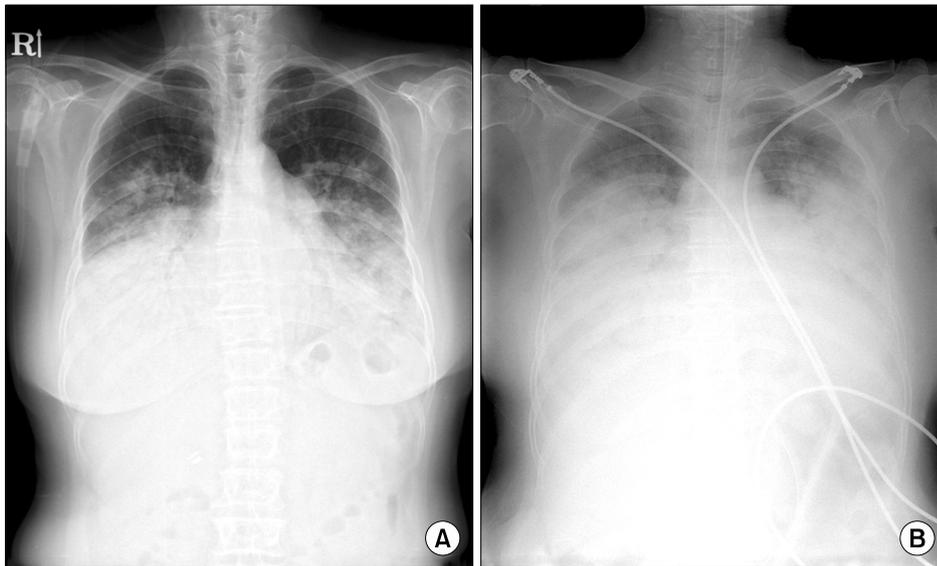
(A) The initial chest radiograph showed bilateral diffuse haziness in both lower lung fields. (B) After a few hours, bilateral diffuse consolidation on chest radiograph progressed rapidly.
